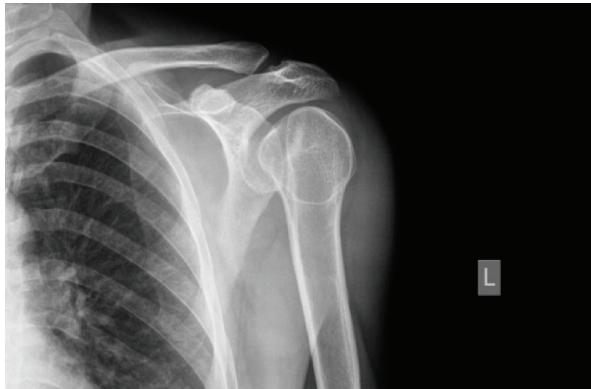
Left shoulder pre-operation Anteroposterior X-Ray
